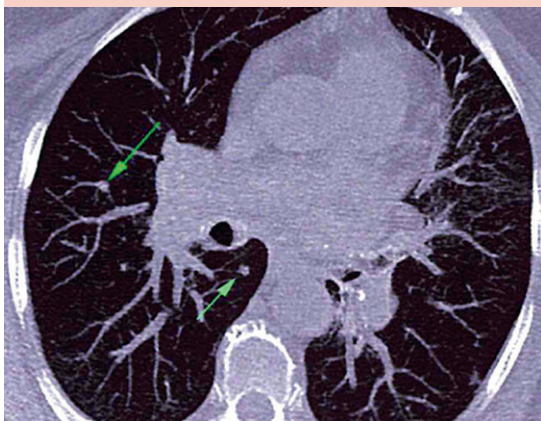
Tomografía por emisión de positrones que evidencia nódulos pulmonares bilaterales, correspondientes a enfermedad metastásica de tumor primario.
